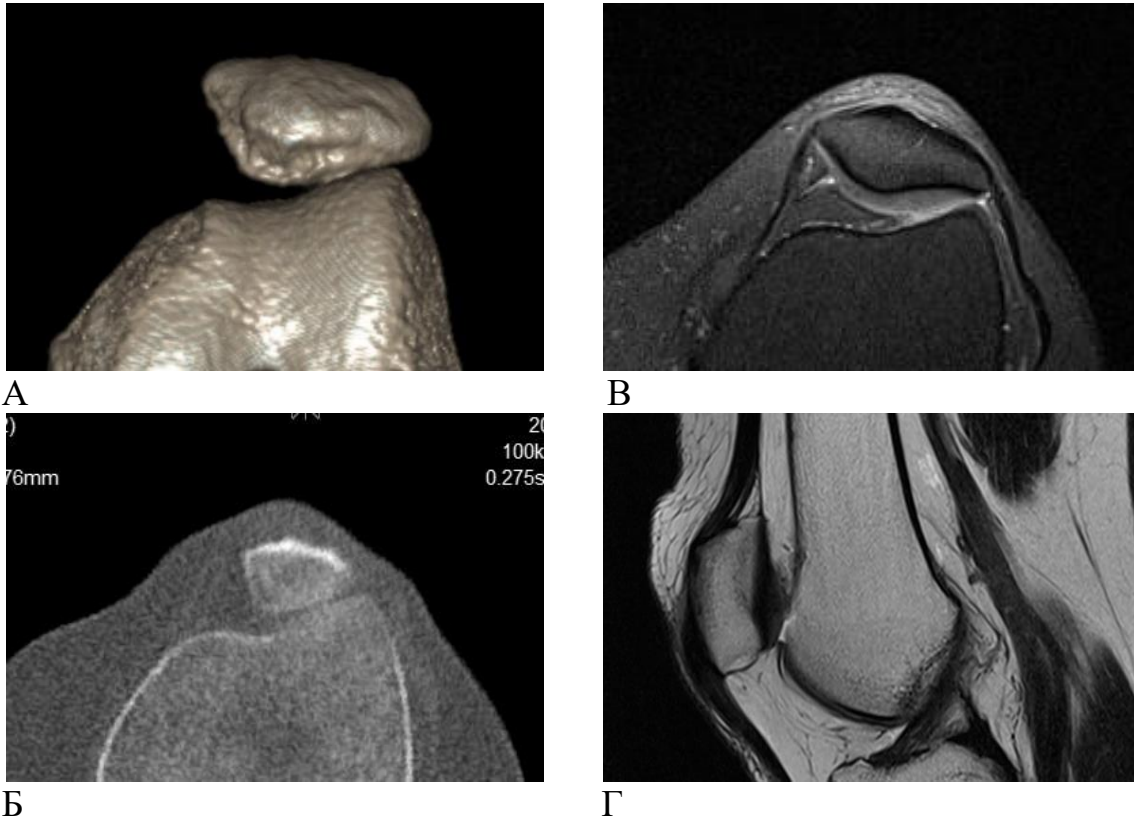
А, Б – Томограммы коленного сустава с выведением пателлофemorального сочленения, полученные при фМСКТ в состоянии полного разгибания коленного сустава после 3D-реконструкции (А) и Average-реконструкции (Б). Отмечается выраженное сужение щели сочленения (менее 1 мм) в латеральном отделе – убедительный признак гиперпрессии латеральной фасетки надколенника;
